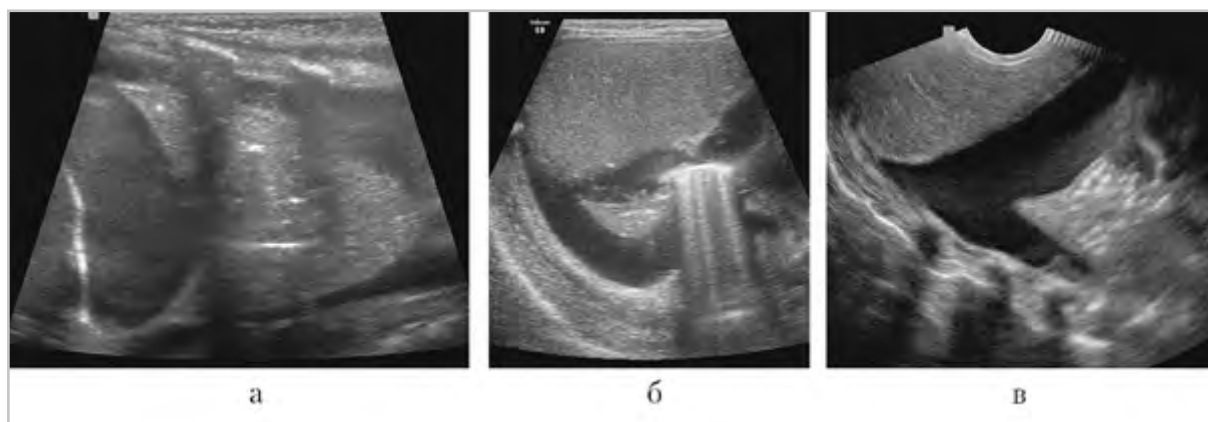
УЗИ в В-режиме: анэхогенное содержимое в плевральной полости: *а* — новорожденный с острым почечным повреждением, периинтравентрикулярным кровоизлиянием, полиорганной недостаточностью, гидротораксом справа на фоне тотального ателектаза правого легкого; *б* — ребенок 2 лет с нефротическим синдромом; *в* — новорожденный с гидротораксом справа
